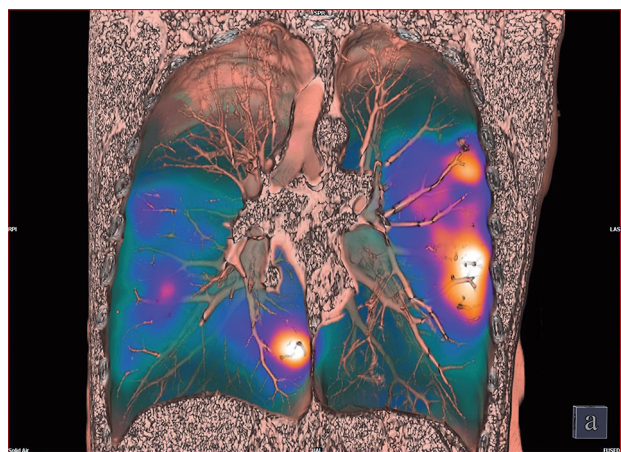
Нарушение перфузии верхних долей обоих легких и снижение перфузии 8-го, 9-го сегментов нижней доли левого легкого. 3D-гибридное изображение (томосцинтиграфия, совмещенная с рентгеновской компьютерной томографией)
